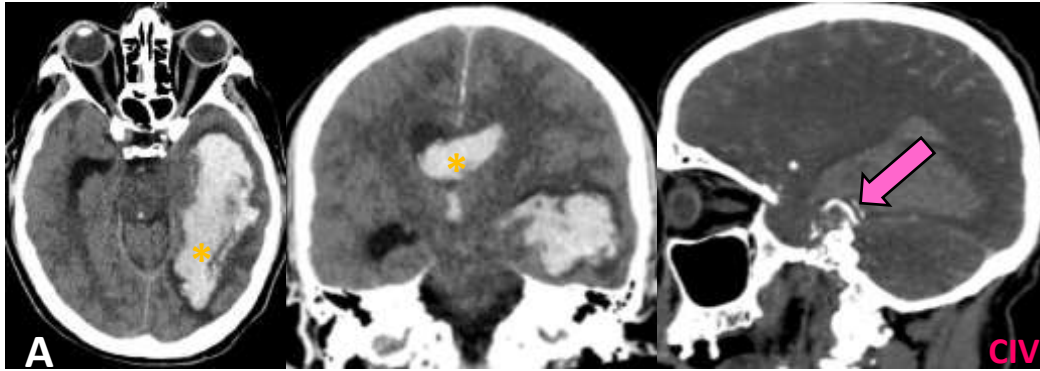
Varón de 65 años que presenta cefalea súbita, disminución de la fuerza muscular y alteración del nivel de conciencia. A y B) La TC y la AngioTC revelaron un hematoma temporal izquierdo agudo con extensión intraventricular (*) y efecto de masa moderado. En el estudio vascular se identificó una estructura venosa dilatada (flechas gruesas) a lo largo del margen medial del hematoma, sugestiva de una malformación vascular subyacente. C) La angiografía cerebral confirmó una fistula arteriovenosa dural (FAVD) hemisférica izquierda (flecha delgada), con un único vaso aferente del segmento P2 de la arteria cerebral posterior izquierda y drenaje venoso anterógrado hacia una vena cortical y el seno transverso.
